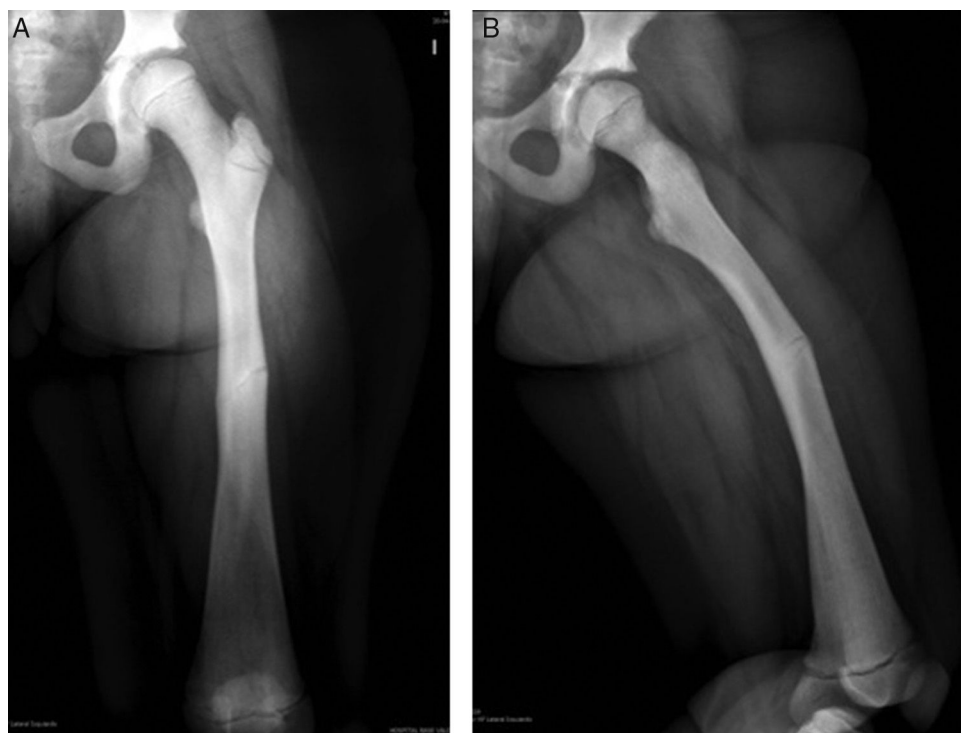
A) Radiografía anteroposterior del fémur izquierdo con rasgo diafisiario de fractura por estrés. B) Radiografía lateral del fémur izquierdo con rasgo de fractura diafisiaria por estrés.
